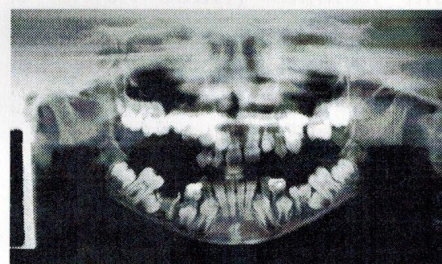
Radiografia panorâmica mostrando um caso de infra-oclusão generalizada envolvendo molares decíduos e permanentes
